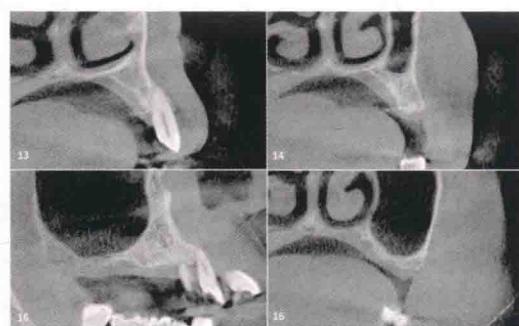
上颌右侧尖牙、第一前磨牙、第一磨牙CBCT截图，右上后牙区骨高度2mm左右
